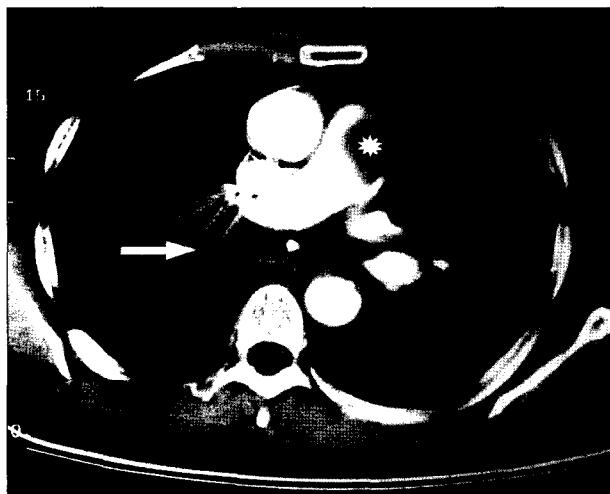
Preoperative chest CT shows about 10×7 cm sized large, sharply marginated, attenuated mass (white arrow) along the Rt. pulmonary artery and about 3 cm sized filling defect (asterisk) in pulmonary trunk.
